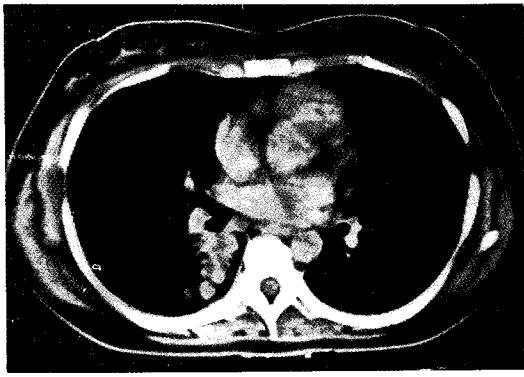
The Chest CT scan shows abrupt cut-off of right superior segmental bronchus and lobulated contoured soft mass density is noted along segmental bronchial course. The mass size is 5×3×1.5cm.
